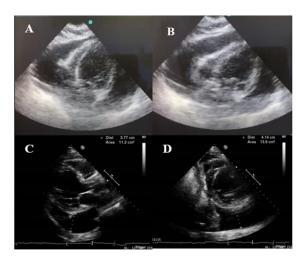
Imagen de ecocardiograma transtorácico extrainstitucional que muestra el signo de "swimming heart". Figura S y B: Imagen de vista apical cuatro cámaras con signo "Swimming heart", extrainstitucional. Figura C: Imagen de vista paraesternal eje largo con medida de 37 mm desde epicardio al pericardio. Figura D: Imagen de vista paraesternal eje corto en válvula mitral con medida de 41 mm desde epicardio al pericardio. (Imágenes aportadas por la Dra. Alexaryz Castillo).
